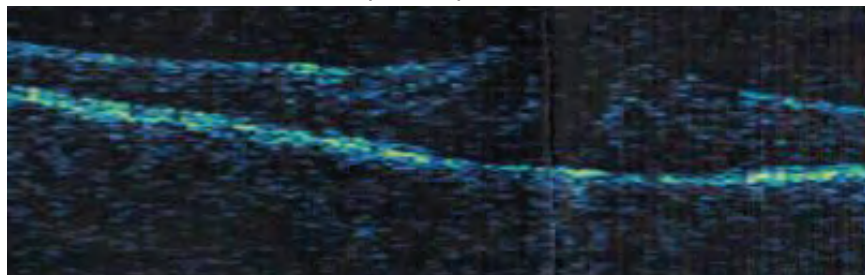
Оптическая когерентная томография больной Б. до ИВВИА
